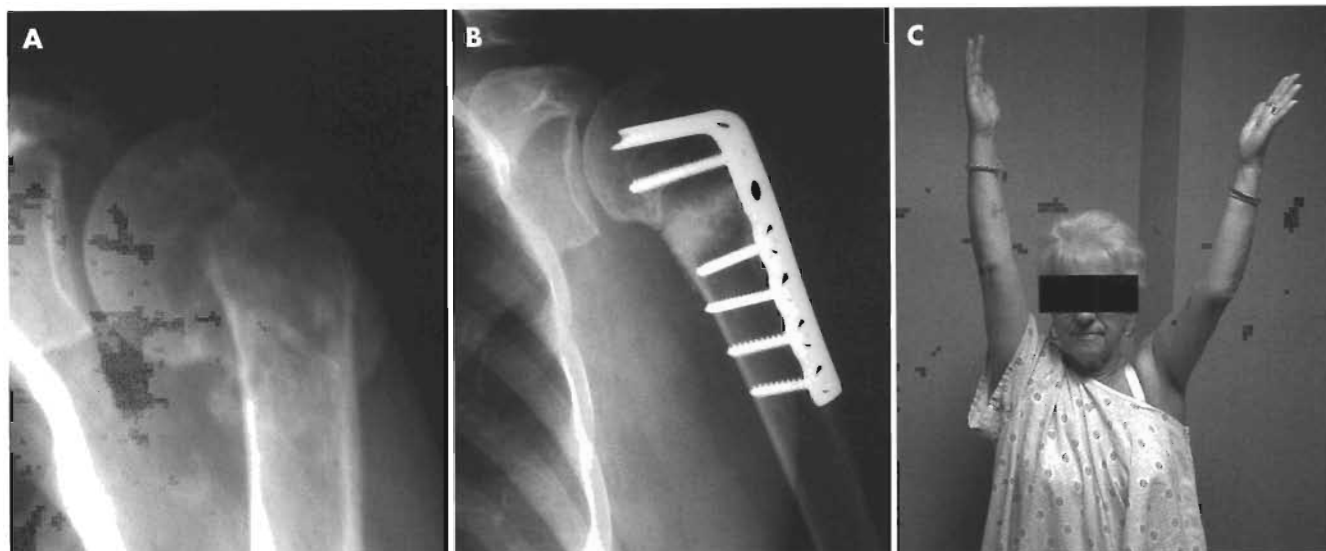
A. Radiografía preoperatoria simple de una paciente con dolor y limitación de la movilidad del hombro, tras haber sufrido una fractura del cuello humeral que consolidó en varo. B. Radiografía postoperatoria simple en la que se ve que la mencionada consolidación viciosa fue resuelta satisfactoriamente (mediante osteotomía y fijación interna con clavo-placa angulado). C. La fotografía muestra la movilidad postoperatoria.
